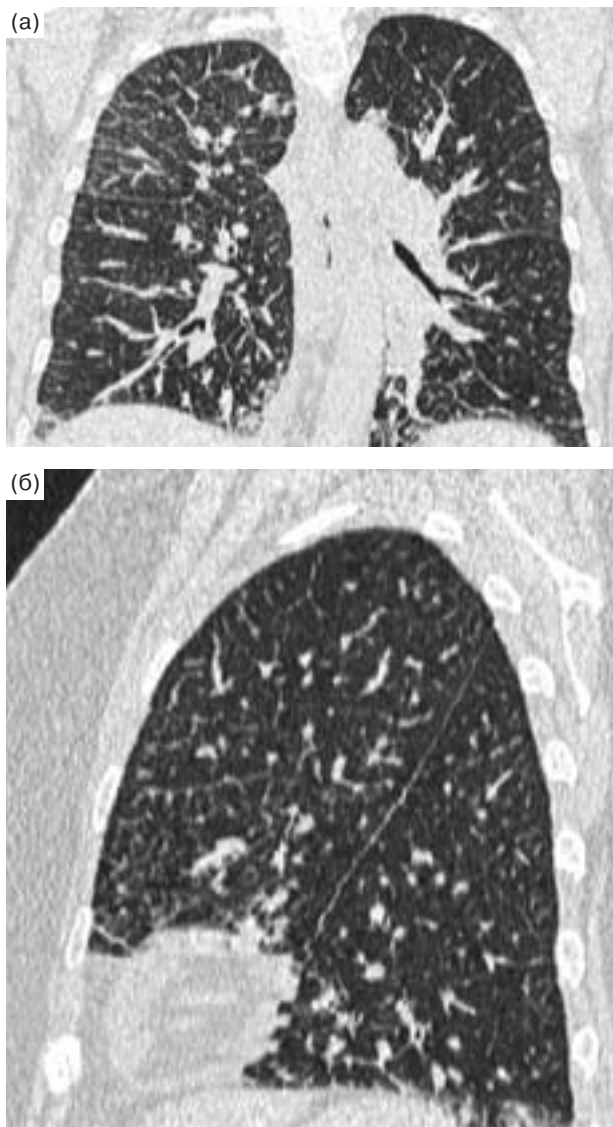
КТ грудной клетки, реформации во фронтальной (а) и сагиттальной (б) плоскостях. Лимфогенный карциноматоз легких при раке молочной железы. В обоих легких, преимущественно в правом, выраженные ретикулярные изменения с диффузным утолщением междольковых перегородок, утолщением стенок бронхов и сосудов (перибронхиальные и периваскулярные “муфты”).
